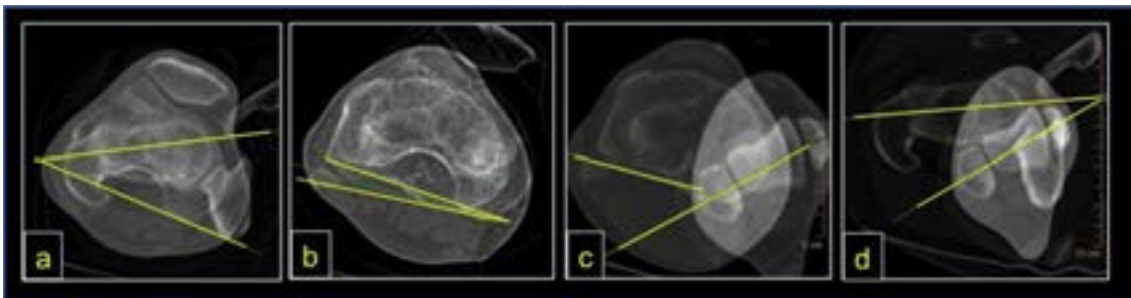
Medición de torsiones de MMII por TC por superposición de planos
